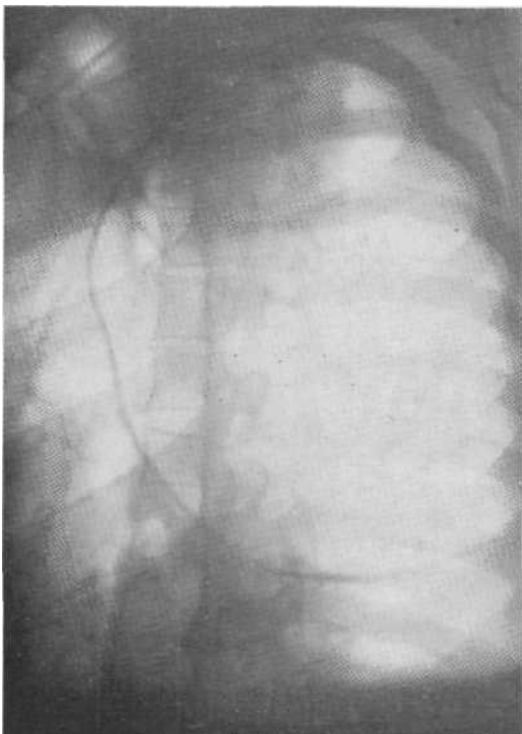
Рентгенограмма в косой проекции. Отчетливо видны передняя, нижняя и задняя стенки гигантской буллы, долгое время рассматривавшейся как спонтанный пневмоторакс. Операция.
